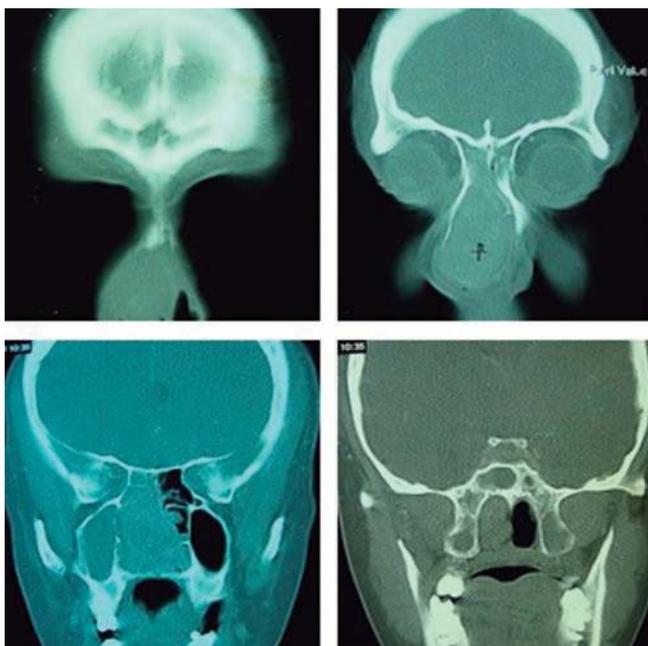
Tomografía coronal de nariz y senos paranasales.
